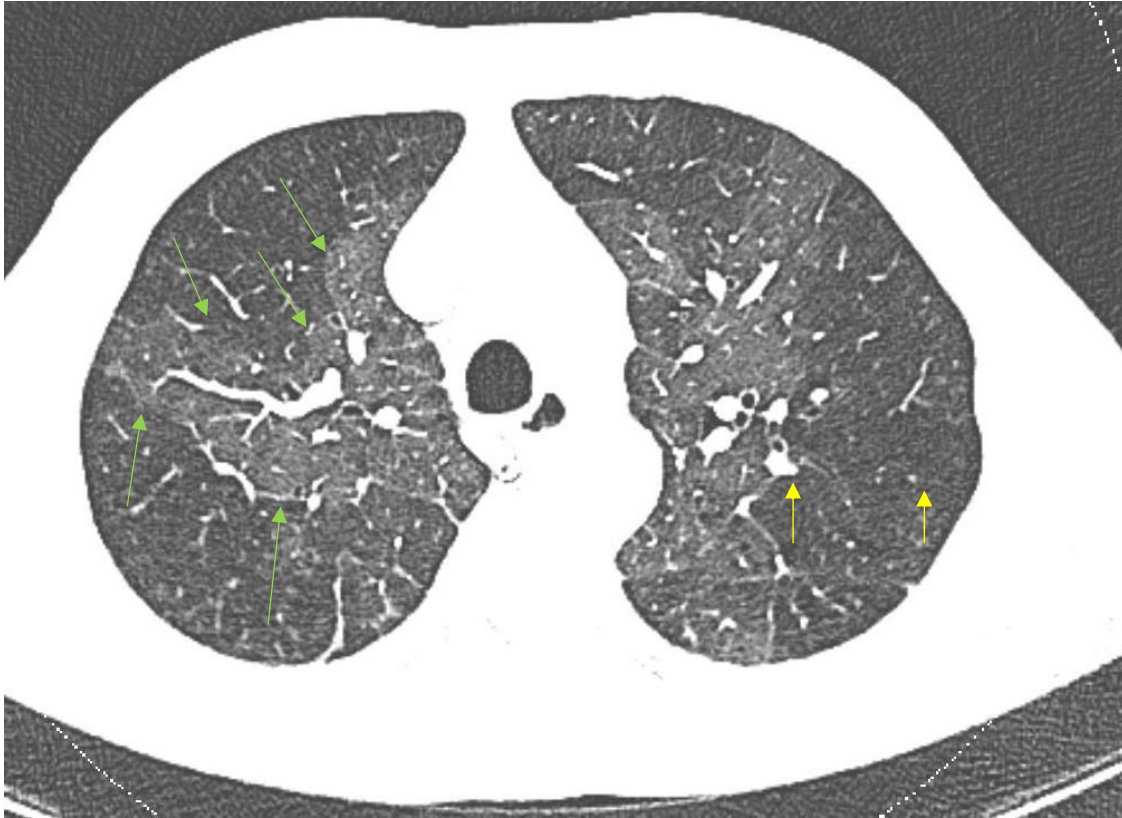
Mosaikperfusion im CT. Dargestellt ist eine Rekonstruktion im Lungenfenster aus einer DECT. Deutlich erkennbar ist das Nebeneinander von helleren und dunkleren Bereichen im Sinne einer Mosaikperfusion (grüne Pfeile). Zudem sind in den helleren Bereichen die Pulmonalgefäße deutlich kaliberstärker als in den dunkleren Bereichen, was ebenfalls als Zeichen für einen unterschiedlichen Grad der Perfusion zu werten ist (gelbe Pfeile).
